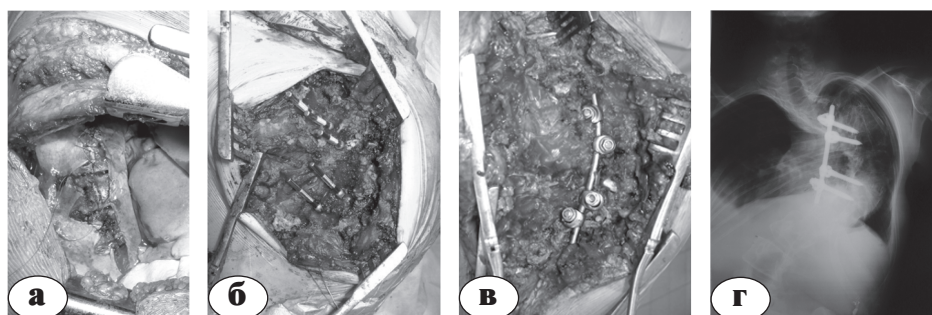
Первый этап оперативного вмешательства: а – торакотомия; б – релиз межпозвоночных структур на вершине деформации; в – установка параапикального короткого стержня на уровне Th8-L1; г – рентгенограмма позвоночника после первого этапа
